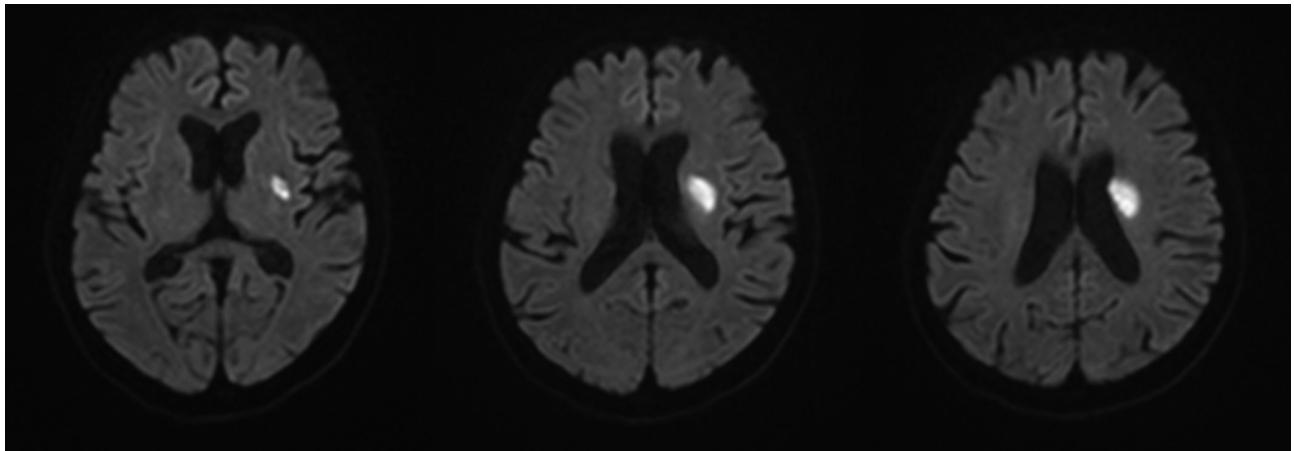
Branch atheromatous disease レンズ核線条体動脈領域 (MRI 拡散強調画像)
